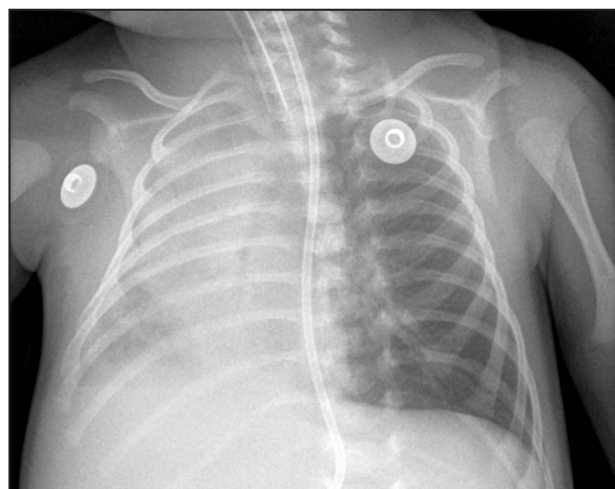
Radiografia de tòrax a l'ingrés, en què s'observa una atelèctasi massiva de l'hemitòrax dret, amb desplaçament de la silueta cardíaca.
